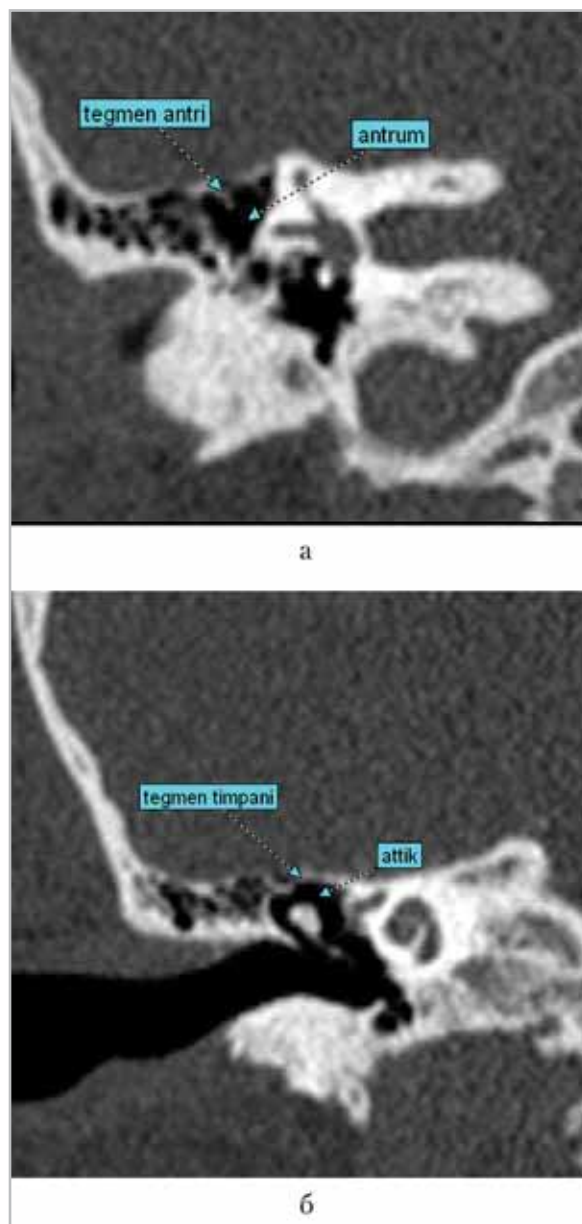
Мультиспиральная компьютерная томограмма височной кости, фронтальная реконструкция. Верхняя стенка антрум и аттика
